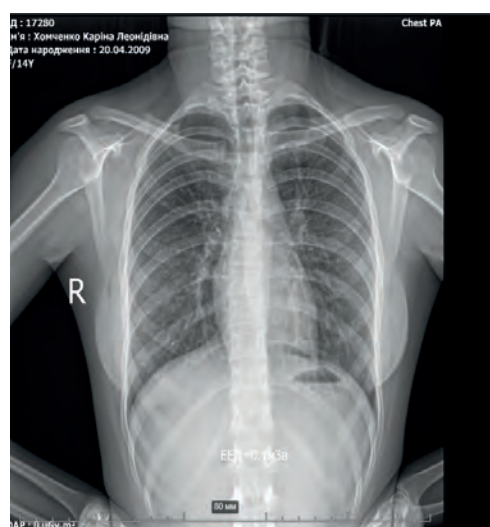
Рентгенографія органів грудної клітки через 3 тижні від початку захворювання
